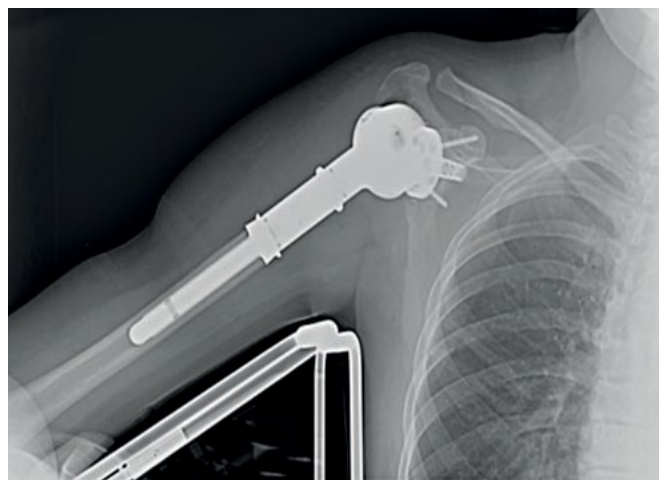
Рентгенография правого плечевого сустава на 2-е сутки после операции: вывих головки эндопротеза кпереди.
